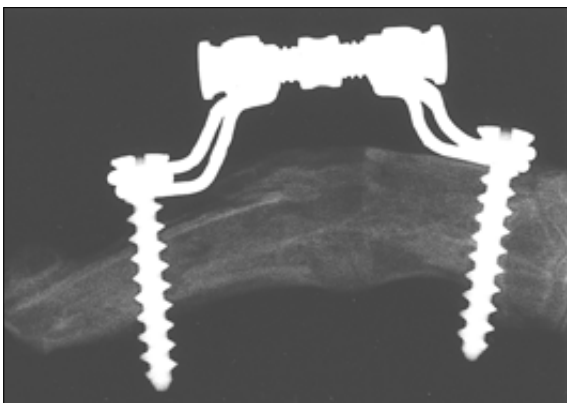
Radiographic findings at 8 weeks in 1mm group.
